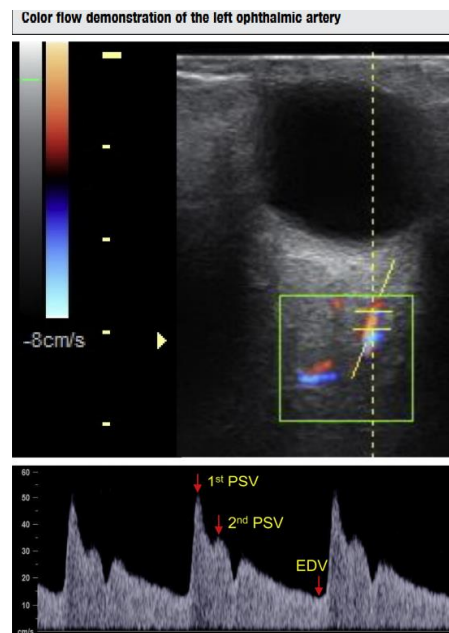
Doppler color de arteria oftálmica. En la parte superior se observa la velocidad de onda de la arteria oftálmica obtenida por Doppler. En la parte inferior se observa la primera VPS, segunda VPS y el EDV. Nicolaides KH, Sarno M, Wright A. Expert Review Ophthalmic artery Doppler in the prediction of preeclampsia. Am J Obstet Gynecol [Internet]. 2021;1–4. Available from: <https://doi.org/10.1016/j.ajog.2020.11.039>
